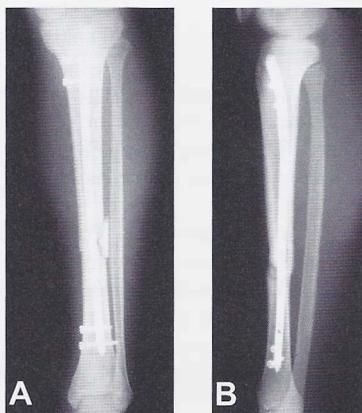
e 16B - Radiografia pós-operatória da tíbia.
